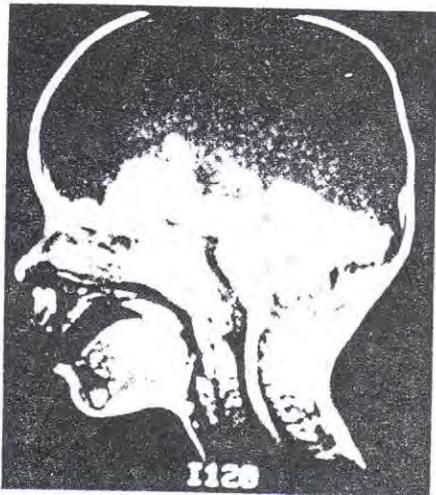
Hydranencephaly. MRI showing the brain stem and spinal cord with remnants of the cerebellum and the cerebral cortex. The remainder of the cranium is filled with CSF.
